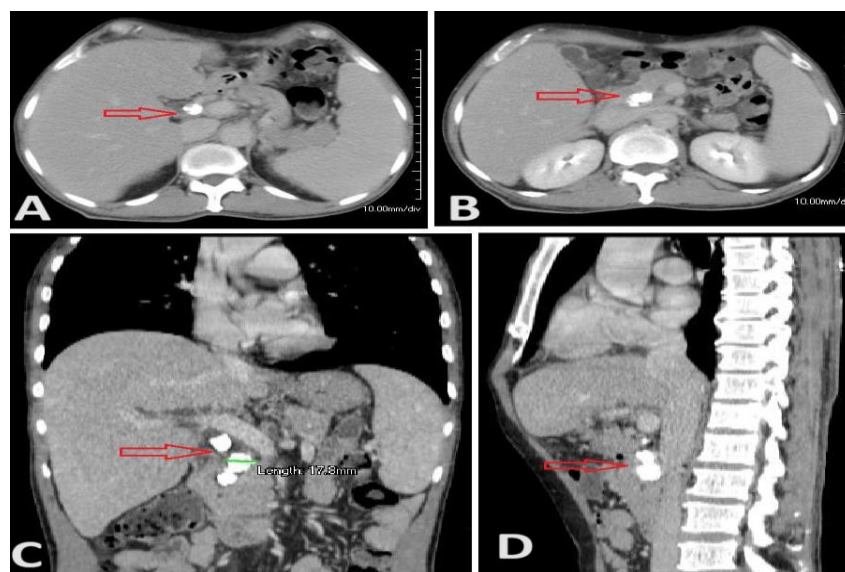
Image scénographique chez un patient de 56 ans admis pour ictère cholestatique, la TDM avait mis en évidence 3 lithiases dans la voie biliaire principale avec une vésicule biliaire alithiasique et scléro-atrophique :
